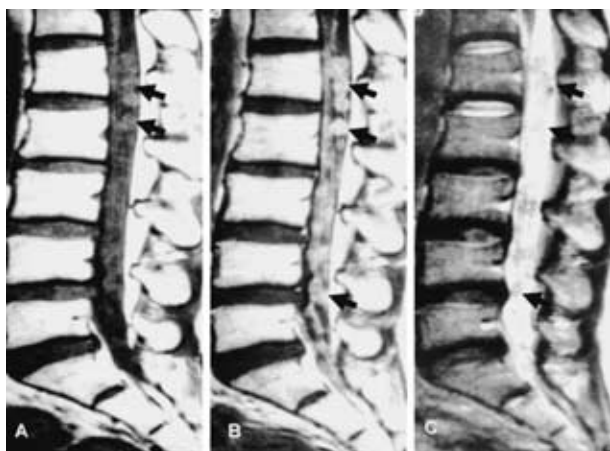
Case 1: Lumbar sagittal MRI scan demonstrates tumor nodules ( arrow ) seeded in the cauda equina as isointense signals on T1 ( A ) and T2 ( C )-weighted MRI, which is enhanced with Gd-DTPA ( B )
